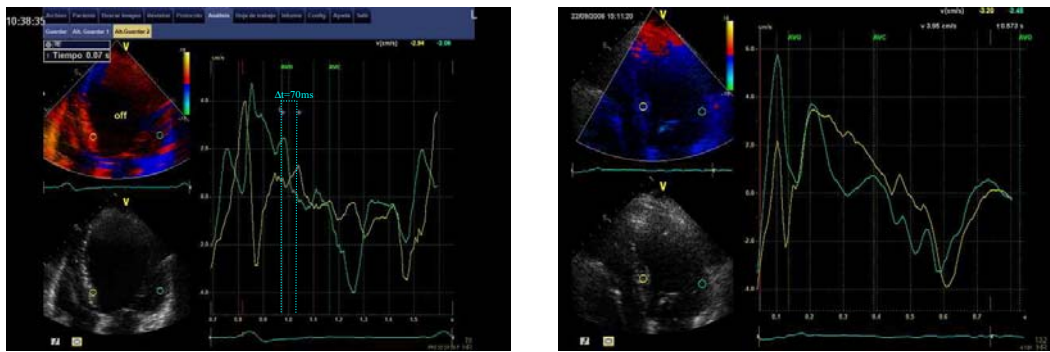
Curvas de velocidad miocárdica del ventrículo izquierdo a partir de la técnica Doppler Tisular en un plano apical de 4 cámaras. La imagen de la izquierda representa unas curvas de velocidad de paredes opuestas (Septal y Lateral) antes de la terapia de resincronización. La imagen de la derecha representa las curvas de velocidad correspondientes a los mismos segmentos a los 2 años de seguimiento tras el inicio de dicha terapia. Puede observarse cómo los picos sistólicos de velocidad miocárdica se han superpuesto, indicando una mejor sincronización en el movimiento del ventrículo izquierdo.
